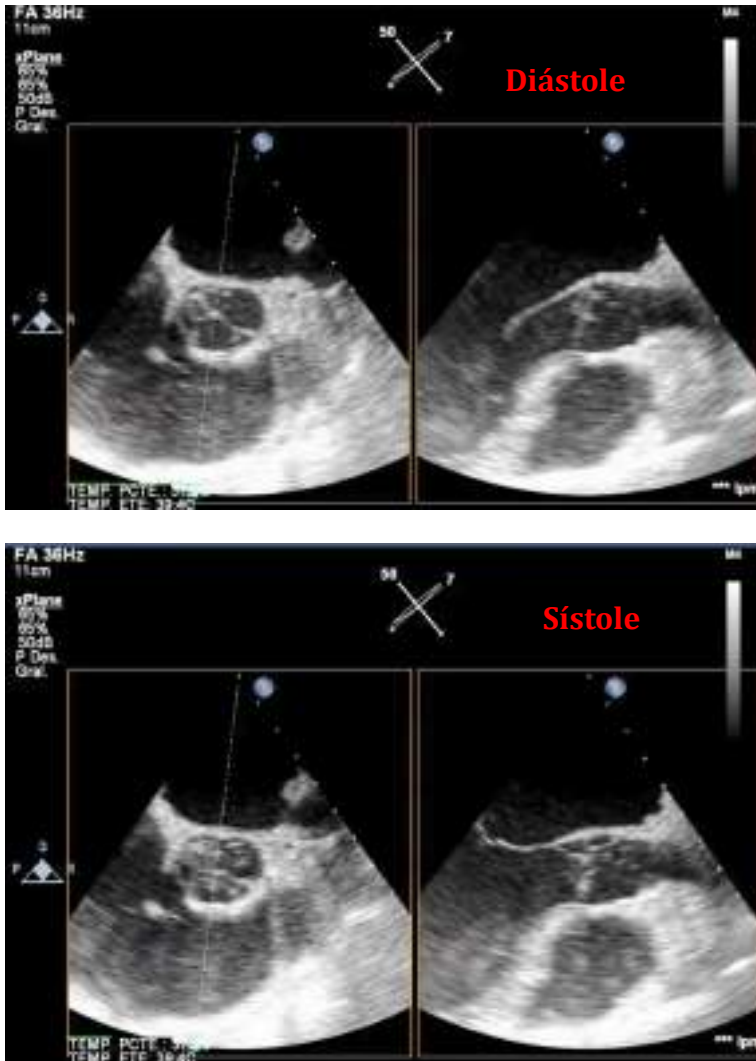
Ecocardiograma transesofágico a 50°, a nivel de válvula aórtica en modo xPlane (corte perpendicular de la imagen original {lado izquierdo} a nivel del cursor) mostrando la ausencia de apertura de la válvula aórtica en sístole. Ausencia de engrosamiento y de desplazamiento de pared ventricular izquierda en relación con disfunción ventricular sistólica muy severa. Presencia de abundante autocontraste en relación con estasis sanguínea relativa debido a la disfunción ventricular.
